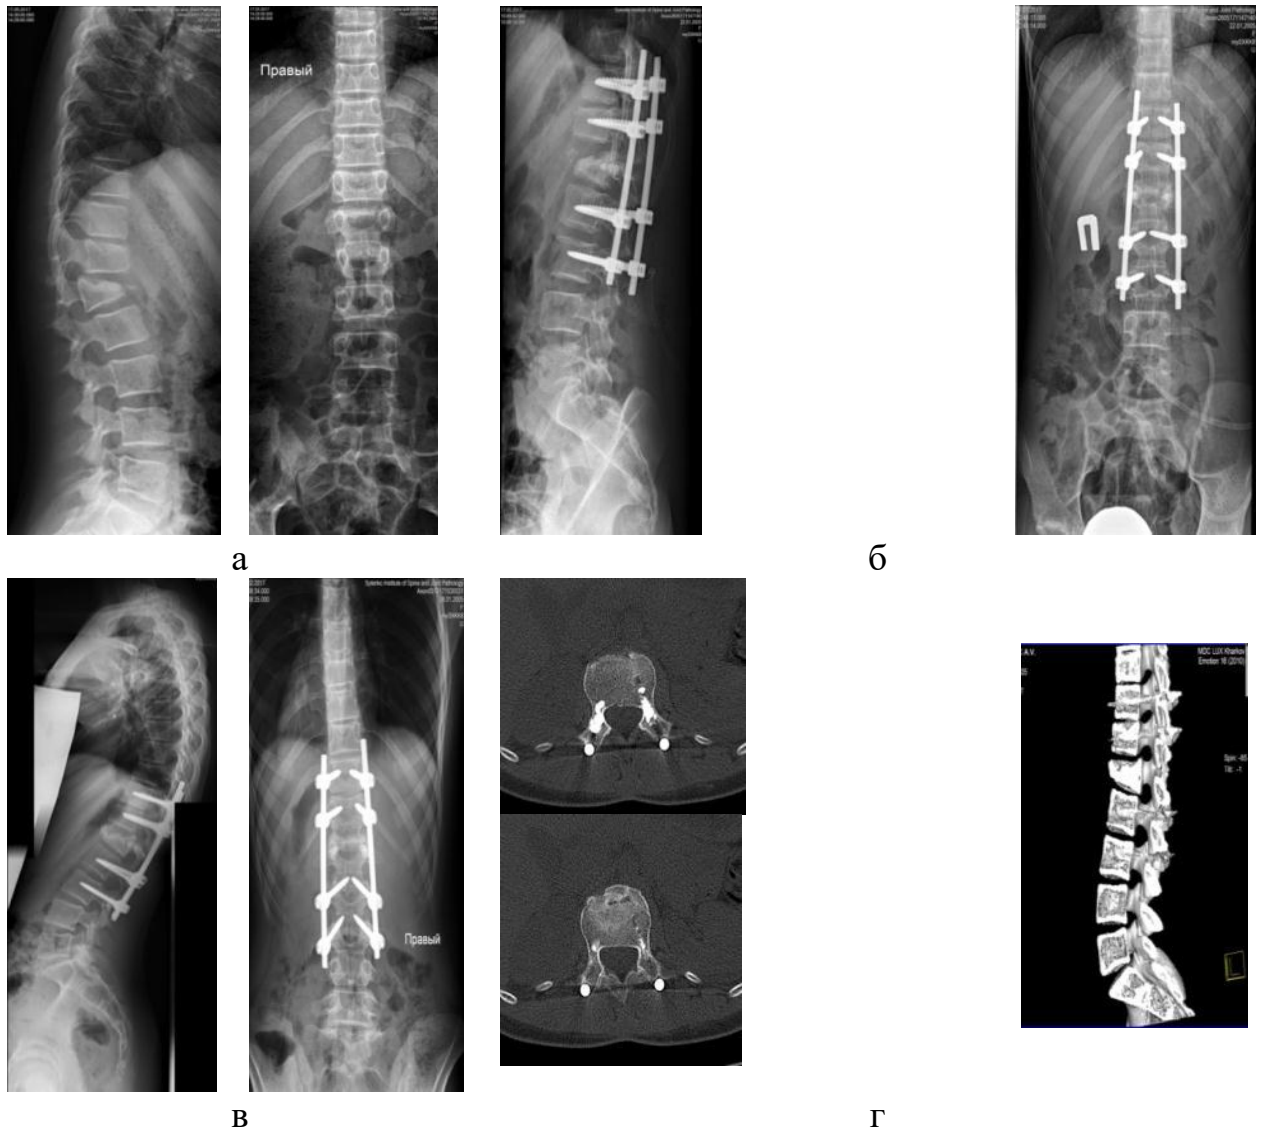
Рентгенограми та томограми хворої Т., історія хвороби № 92147, використання методу заповнення дефекту тіла хребця композитом із гідроксилапатитної кераміки та збагаченого тромбоцитами фібрину: до (а), після (б), через 3 роки після (в, г) хірургічного втручання
